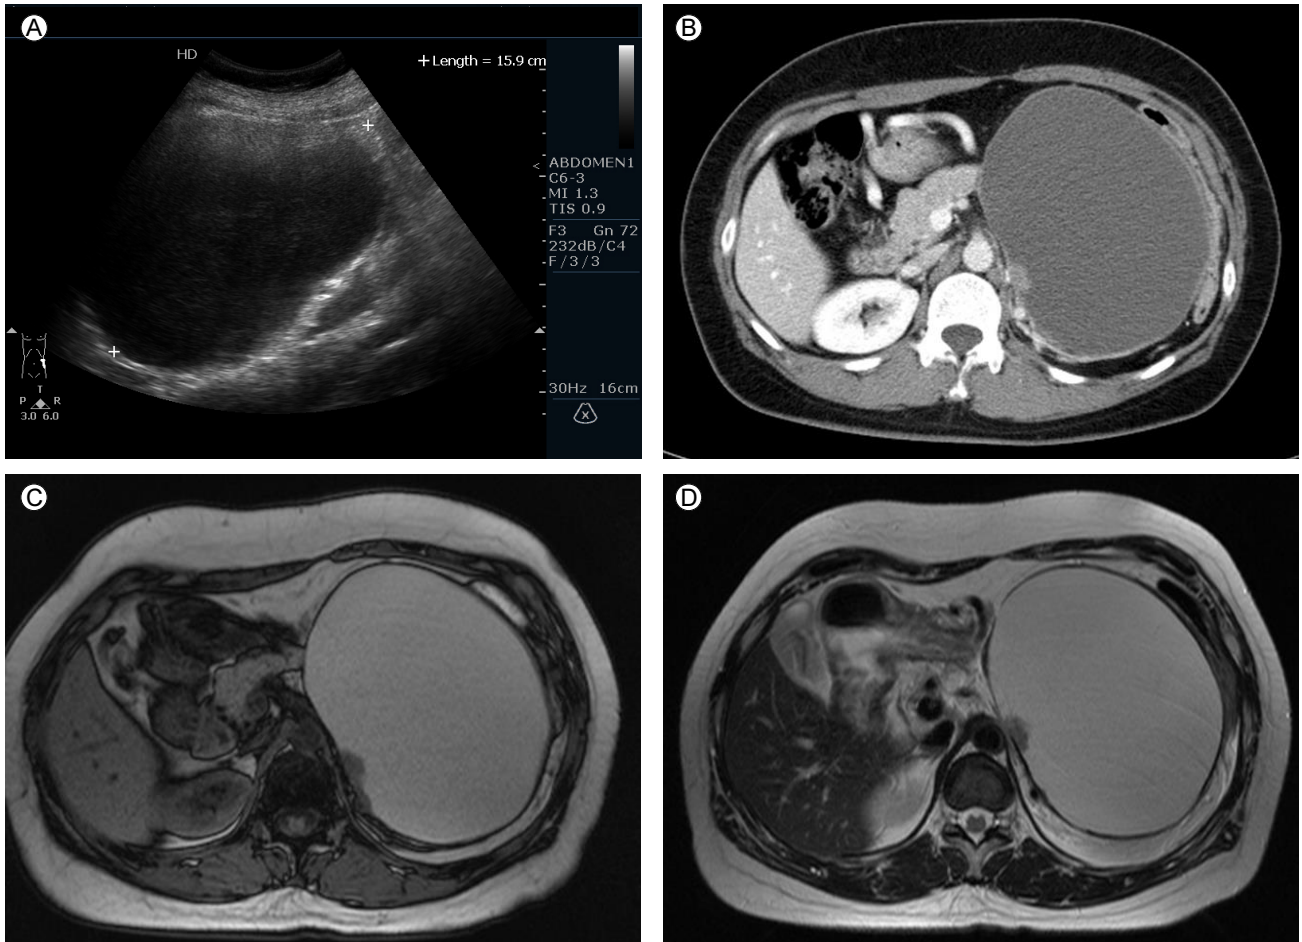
Mucinous cystic neoplasm of pancreas with invasive adenocarcinoma. Ultrasonography (A) shows a large anechoic cyst in left upper abdomen. Enhanced CT (B) presents a large cystic mass in pancreatic tail portion within an enhanced papillary mural nodule. T1 weighted image (C) and T2 weighted image (D) show a high signal intensity unilocular and well-circumscribed cyst and has a mural nodule, which is suspected malignancy. This lesion was confined mucinous cystic neoplasm of pancreas with invasive adenocarcinoma after distal pancreatectomy.
